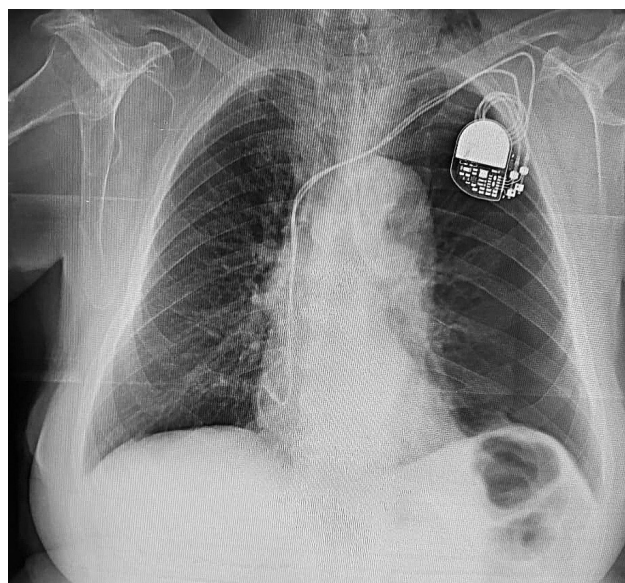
Рентгенография больной А. (левосторонний пневмоторакс).
